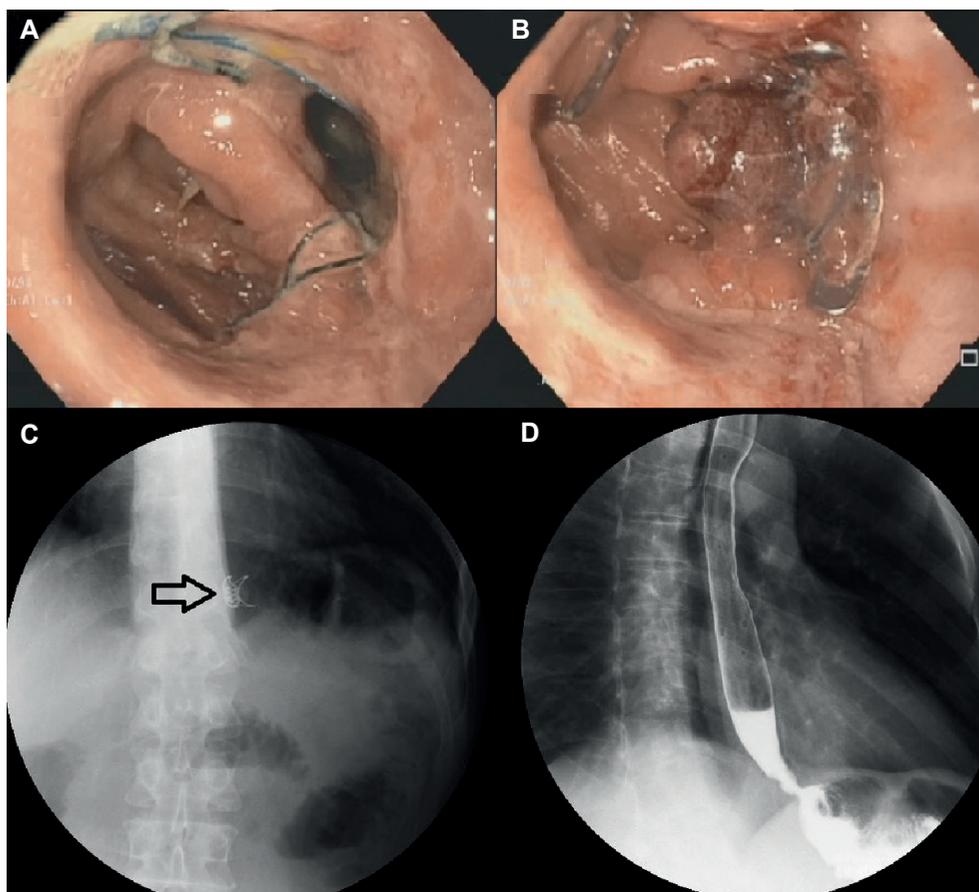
A. Fuga de Esófago y yunoanastomosis visión endoscópica. B. Ovesco liberado de forma adecuada. C. Control radiológico que evidencia clip (Flecha). D. Ausencia de fuga de medio de contraste en radiografía de vías digestivas confirmando (Éxito clínico temprano). Fuente: Autores
